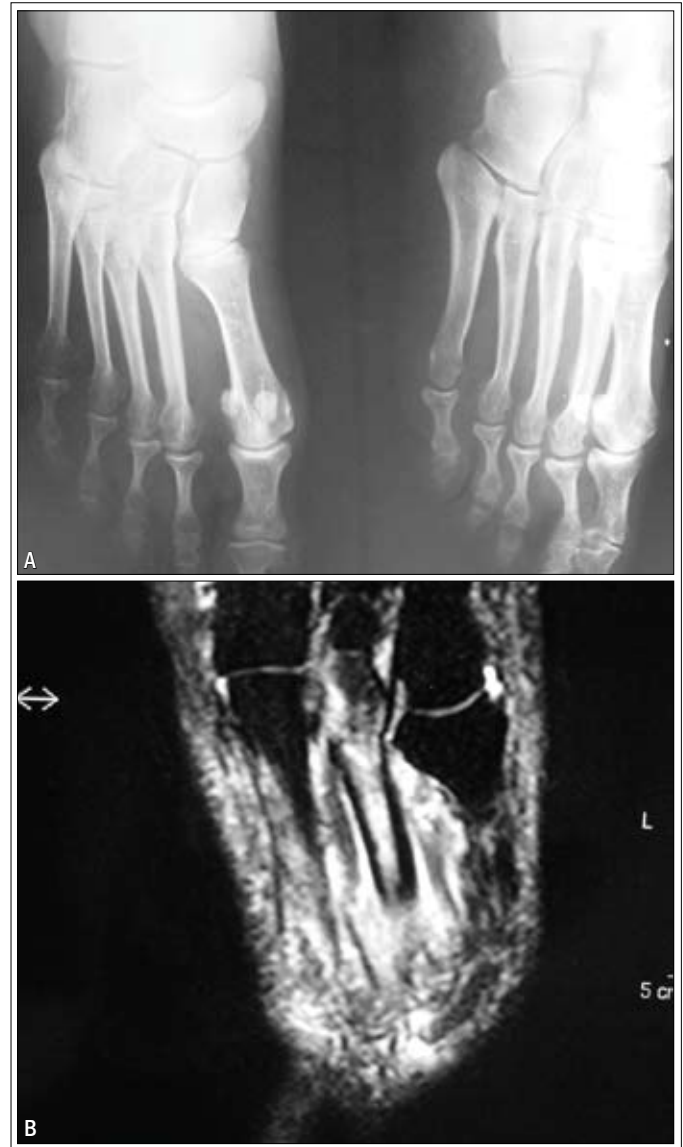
A) Radiografia normal de antepé; B) RM em T2 com hipersinal (edema ósseo) de 2º metatarsiano.
